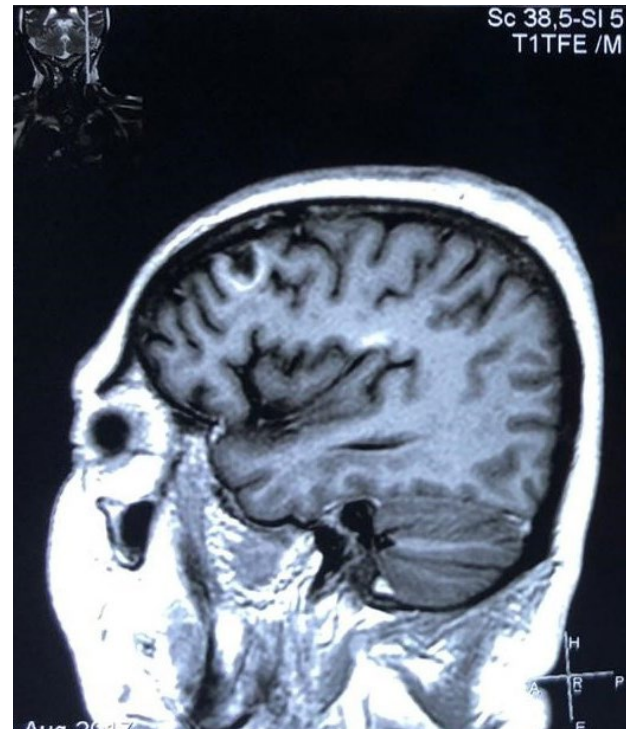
Corte sagital de IRM secuencia T1 que muestra disminución del tamaño de la lesión en el lóbulo frontal izquierdo.
